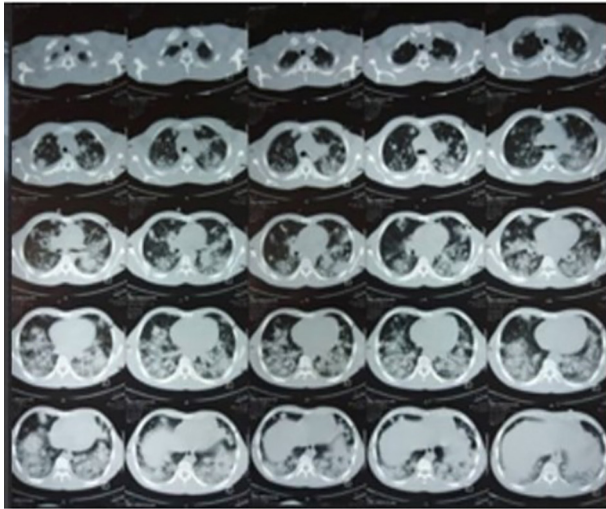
TAC de tórax: nódulos de aspecto algonodoso bilaterales, que predominan en las bases donde confluyen, sin signos de necrosis, derrame pericárdico leve.
